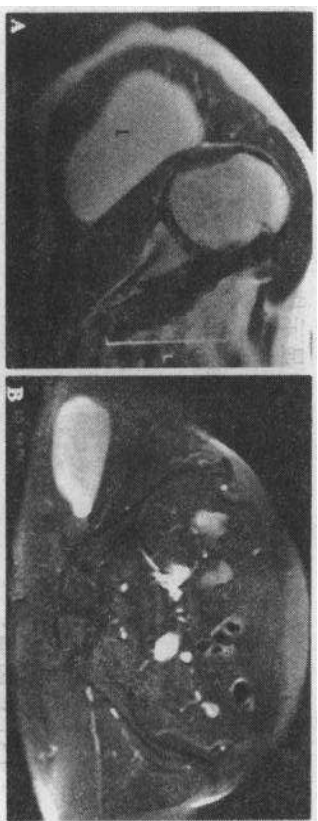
软组织肿瘤——MRI。A T1 加权像可见一个大的强信号病变(L)位于三角肌和冈下肌之间, 病变呈均匀的脂肪信号(与皮下脂肪比较)提示为脂肪瘤。B 在脂肪压缩加权像上, 右臀部有一边界清楚的均匀性强信号的病变, 该病变边缘清楚和信号均匀的特点可使人们把这个粘液样脂肪肉瘤误认为是良性
